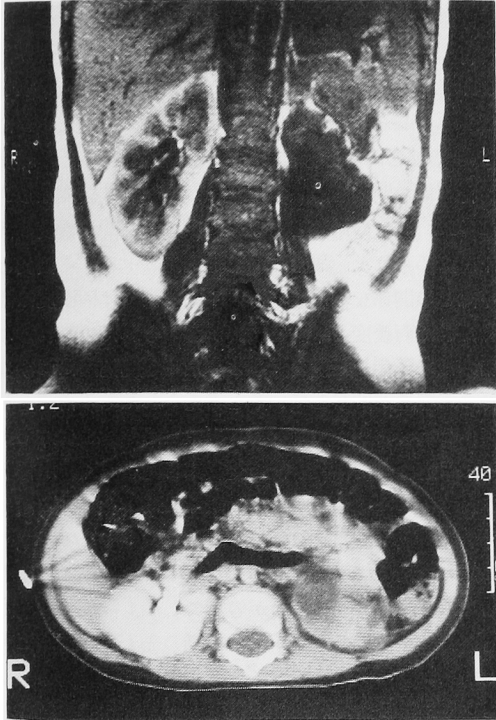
T1-weighted image of magnetic resonance at the age of 6 months in case 4 (a: upper) and X-ray computed tomography (b: down) at the age of 6 months in case 4
